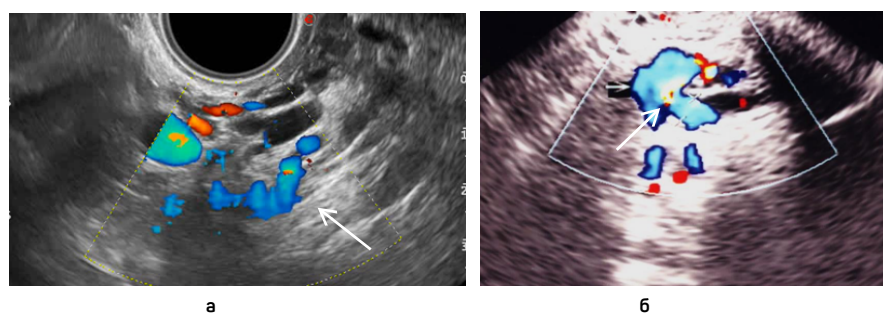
УЗИ (цветное дуплексное картирование) при синдроме тазовых болей а,б — визуализируются расширенные извитые вены тазового сплетения (белые стрелки)
